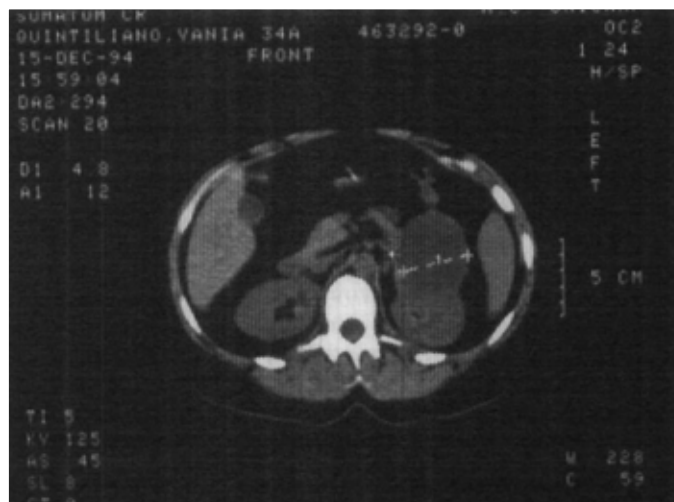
Tomografia computadorizada abdominal mostrando tumor na supra-renal esquerda.
